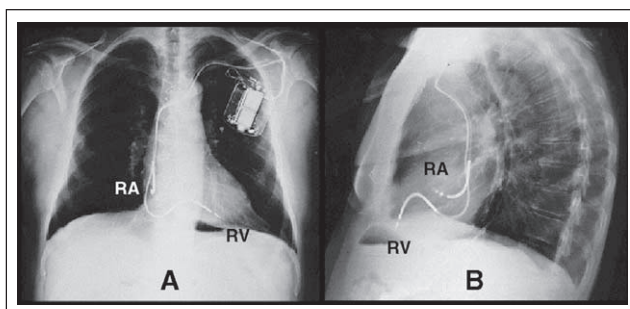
Thoraxröntgen (A: posterior-anterior; B: seitlich) eines Patienten mit implantiertem Defibrillator (links-pektoral) mit der Möglichkeit der ventrikulären Defibrillation (RV: Defibrillationselektrode im rechten Ventrikel) und der atrialen Defibrillation (RA: Defibrillationselektrode im rechten Vorhof). Die echodichteren Anteile der Elektroden dienen der Schockabgabe, die bipolaren Sondenspitzen der Detektion und Stimulation.
